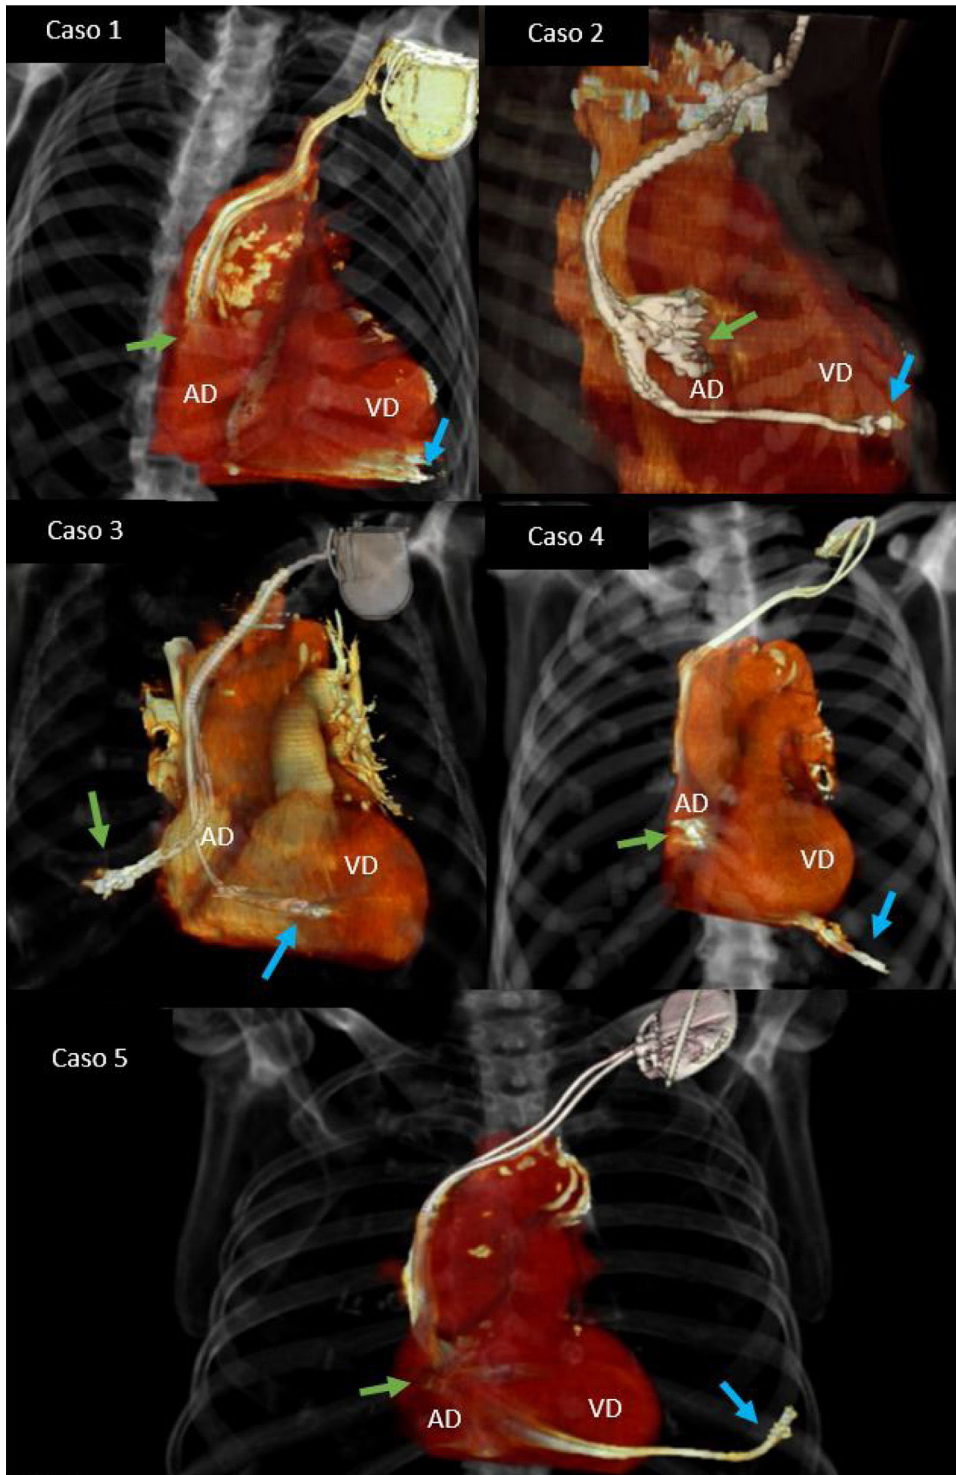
La reconstrucción 3D a partir de imágenes TAC indica el electrodo responsable de la perforación tardía de miocardio.
